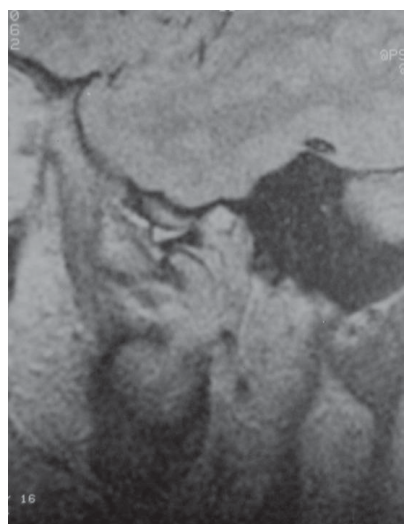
МР-томограмма левого ВНЧС. Р d - в з в е ш е н н о е изображение в сагиттальной плоскости. Переднемедиальная дислокация диска с нарушением целостности биламинарной зоны, гемартроз в верхнем отделе сустава
